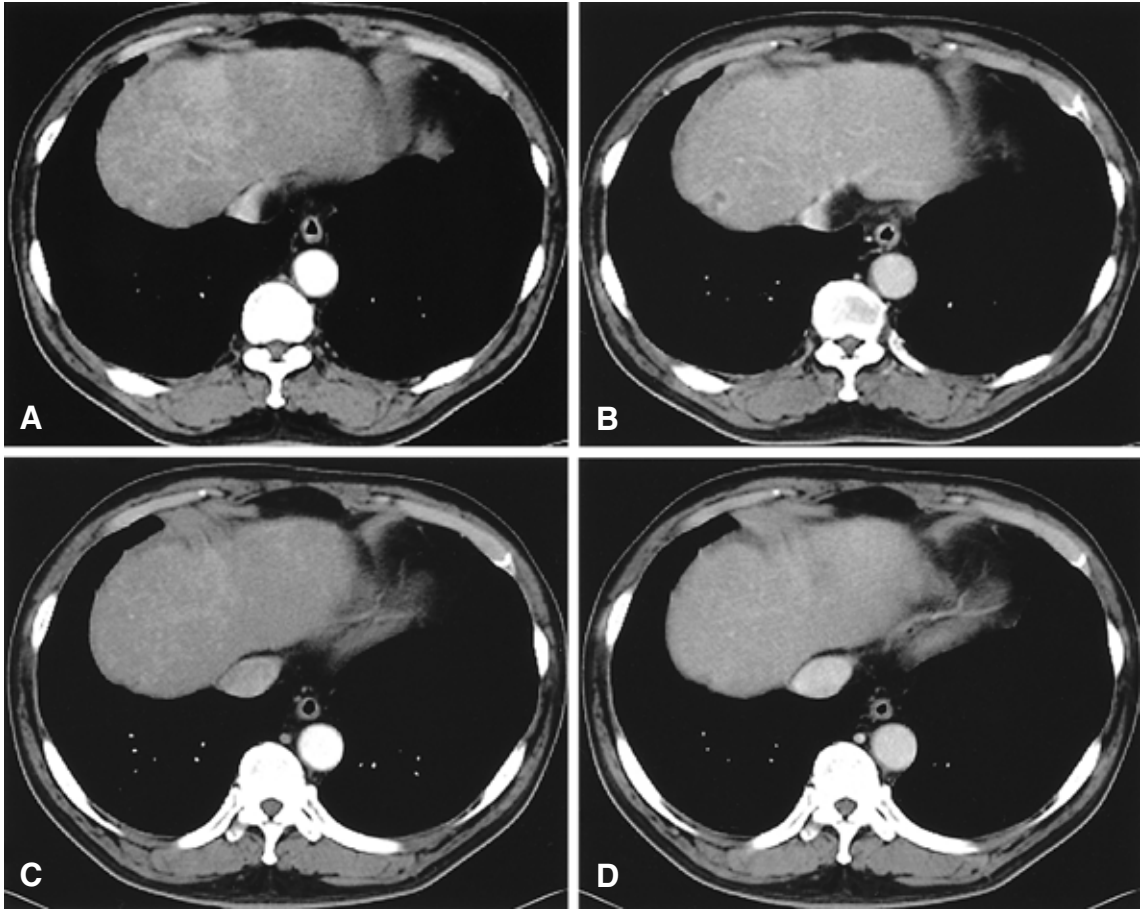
Initial and follow up abdominal dynamic CT. (A and B). The initial abdominal dynamic CT (A: arterial phase, B: delayed phase). Tiny areas of low attenuation density in the liver dome S8 show suspicious marginal contrast enhancement on the portal and delayed phase images and no contrast enhancement in the central area. (C and D). Abdominal dynamic CT after 1 year (C: arterial phase, D: delayed phase). The hepatic fibrosis in the anterior and upper portions of the Lt. and Rt. lobes of the liver shows no significant interval change. No size variation was seen in the S8 lesion.
